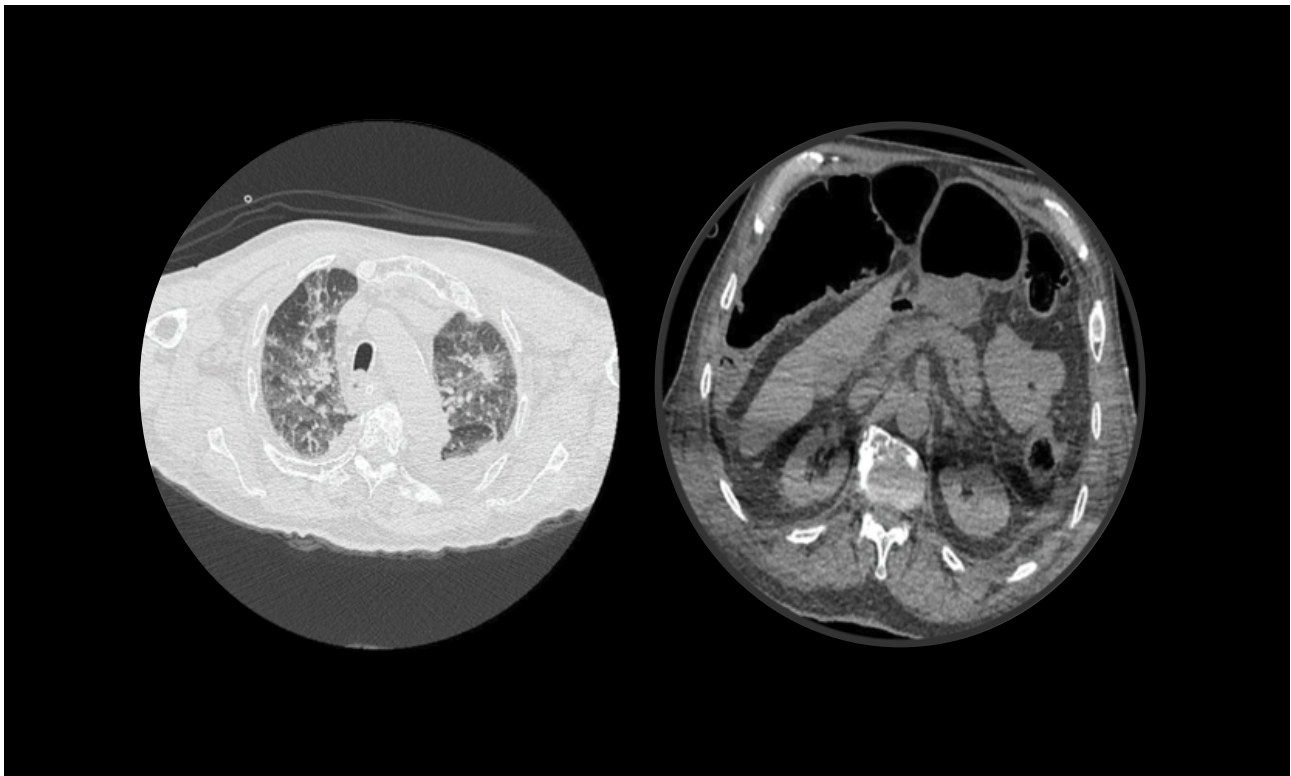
TAC tórax y abdomen.
